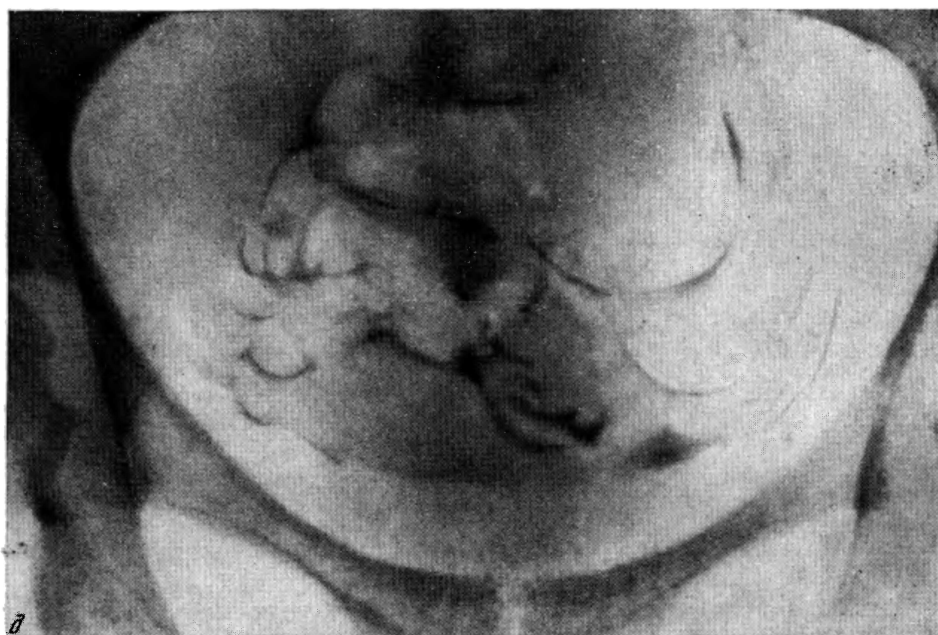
Контрольный снимок через сутки после введения йодолипола. Контрастное вещество размазано по свободной брюшной полости. На основании серии рентгенограмм можно сделать заключение о резко выраженном тонусе матки и труб.
